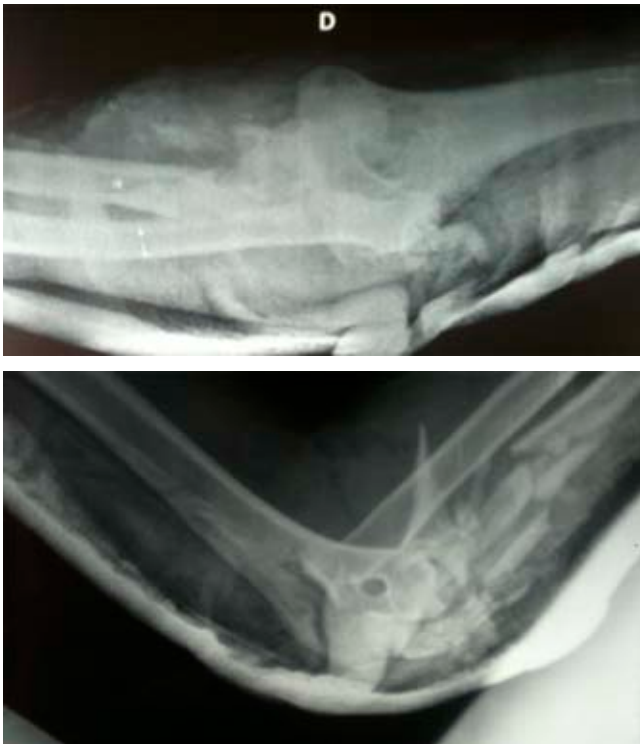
Radiografías del área de Urgencias, con inmovilización provisional.
